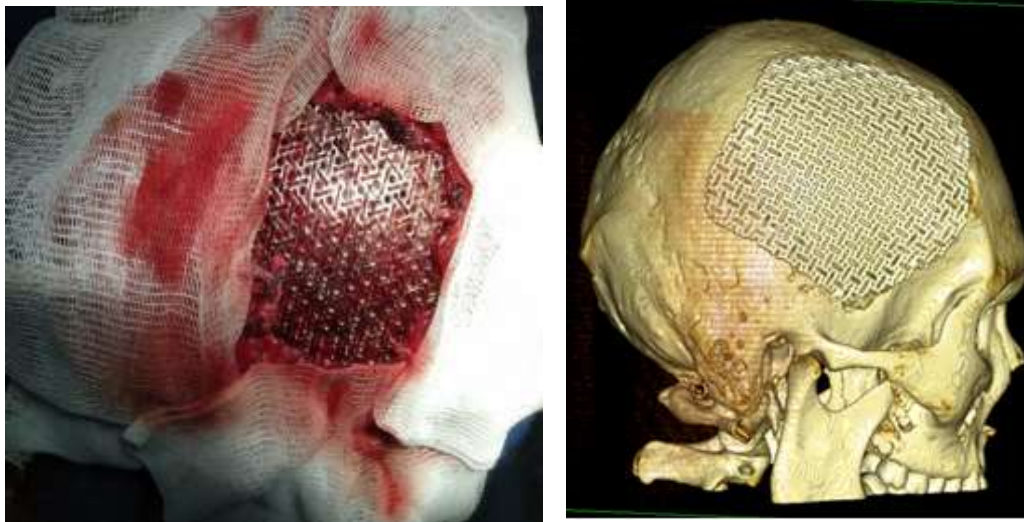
Интраоперационные фото (состояние после установки титановой сетки); и МСКТ (после операции) пациента В. Состояние после аллопластики титановым имплантатом в правой лобно-теменно-височной области.
